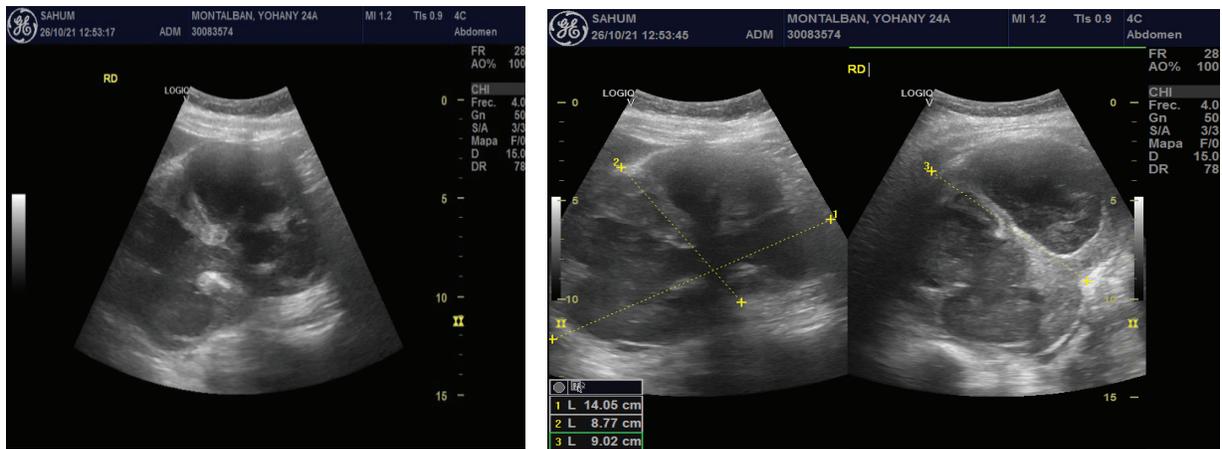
y Fig. 2. Ultrasonido renal en Modo B, en corte longitudinal y transversal donde se evidencia aumento de tamaño del riñón derecho, con pérdida difusa de la diferenciación corticomedular, con bolsas hidronefróticas y contenido en su interior de aspecto denso.
